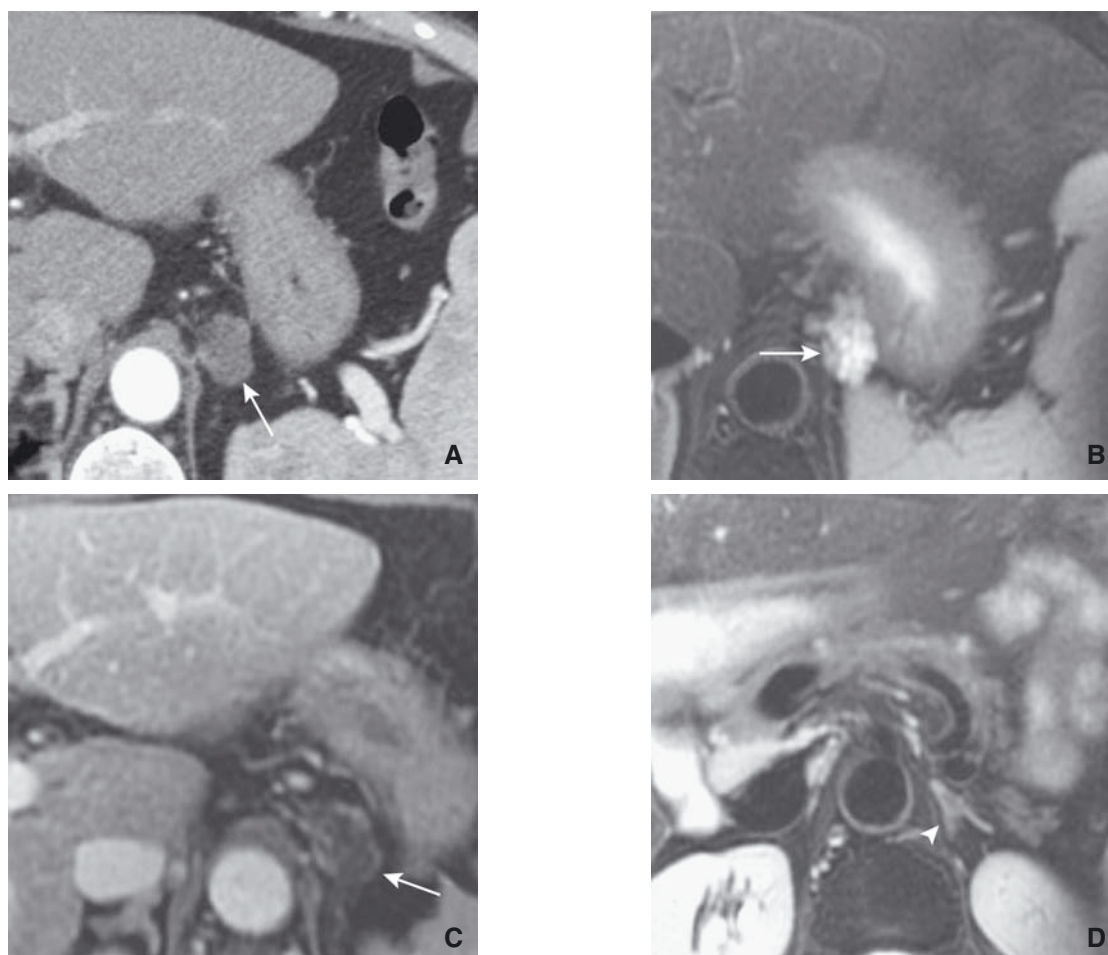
Diverticule sous-cardial. L'image du diverticule peut être confondue avec un nodule surrénalien. Sur les coupes axiales (A, C, flèches), son contenu liquide est parfaitement précisé en pondération T2 (B, flèche), la surrénale sous-jacente étant bien objectivée en IRM après injection de produit de contraste (D, tête de flèche).
